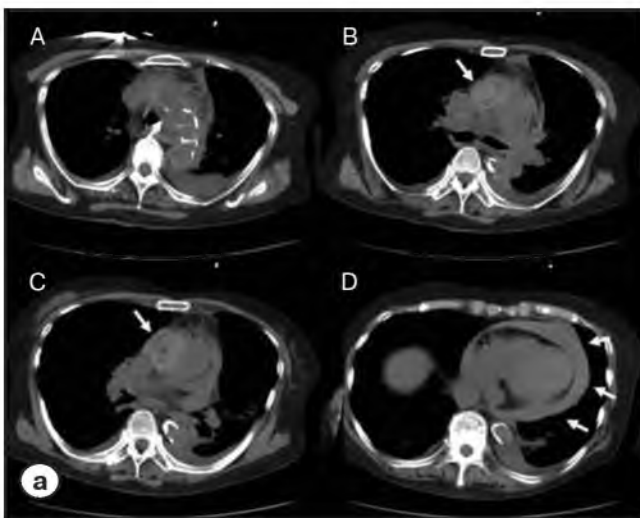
Посмертная МСКТ. Причина смерти – расслаивающая аневризма аорты, осложненная гематомной перикардиальной гематомой сердца. [33].
